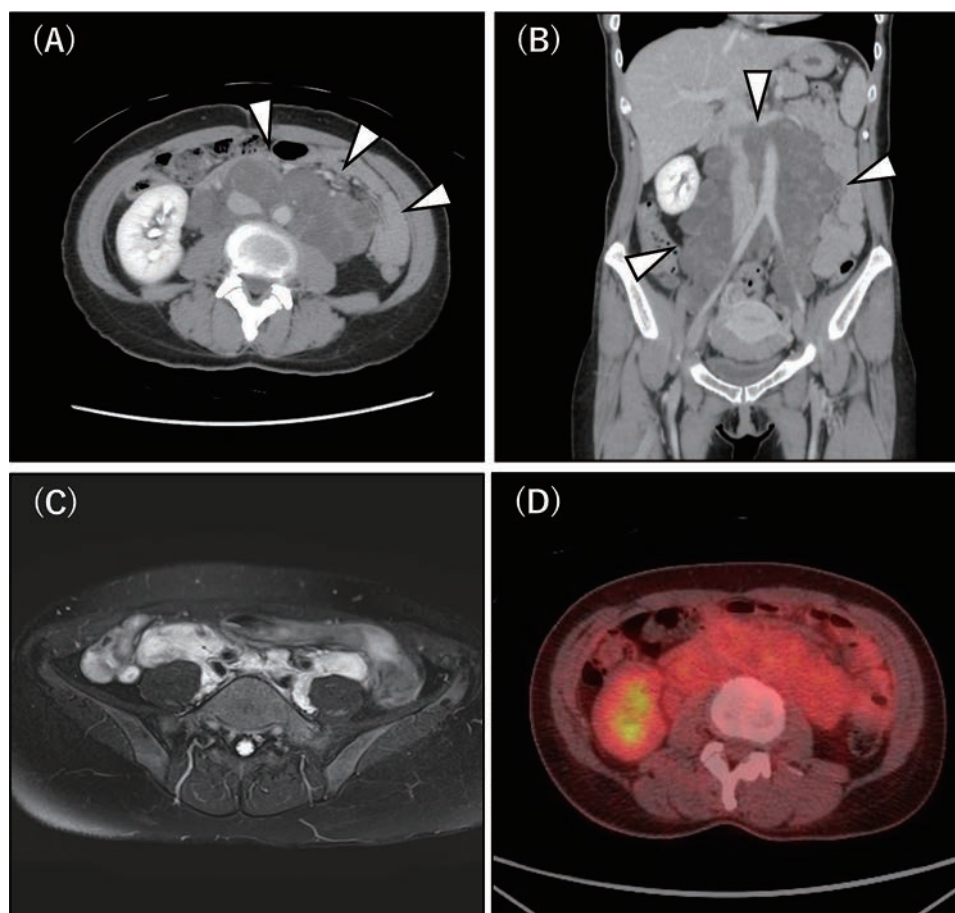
(A, B) Contrast-enhanced computed tomography revealed a polycystic mass (arrow heads) extending from the level of the renal artery origin to the bilateral internal and external iliac arteries. A: Axial image, B: Coronal image, (C) MRI T2-weighted image of the retroperitoneal mass. (D) ^{18}F -FDG PET-CT shows mild accumulation of FDG in the cystic lesion (SUVmax = 2.1).
